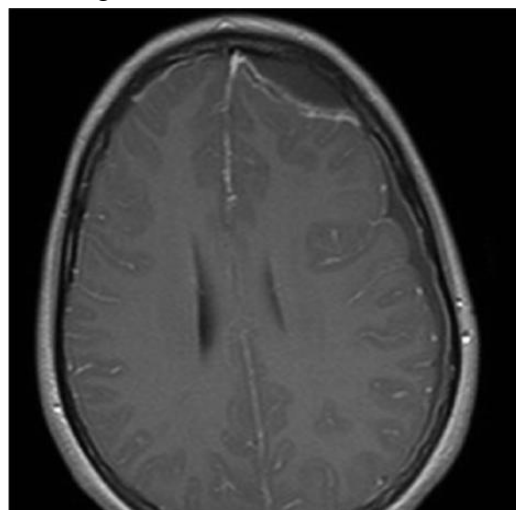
RM (T1) com contraste mostra abscesso epidural extenso e empiema subdural à esquerda com desvio da linha média¹¹³
